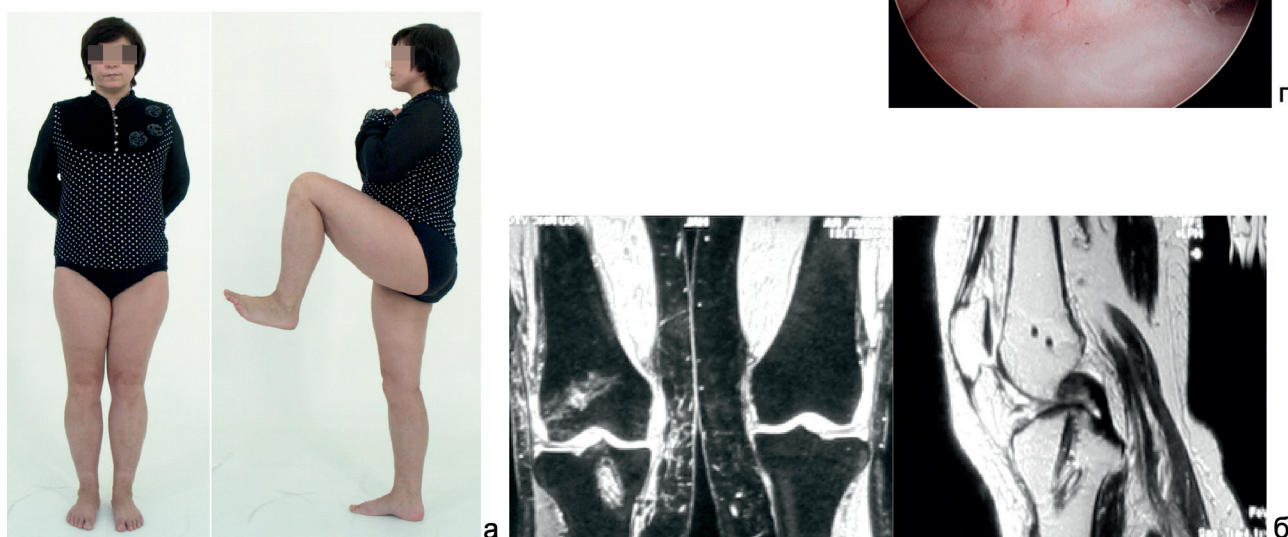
Функциональный результат лечения больной Б. (а) и МРТ – исследование коленного сустава через год после операции (б)
